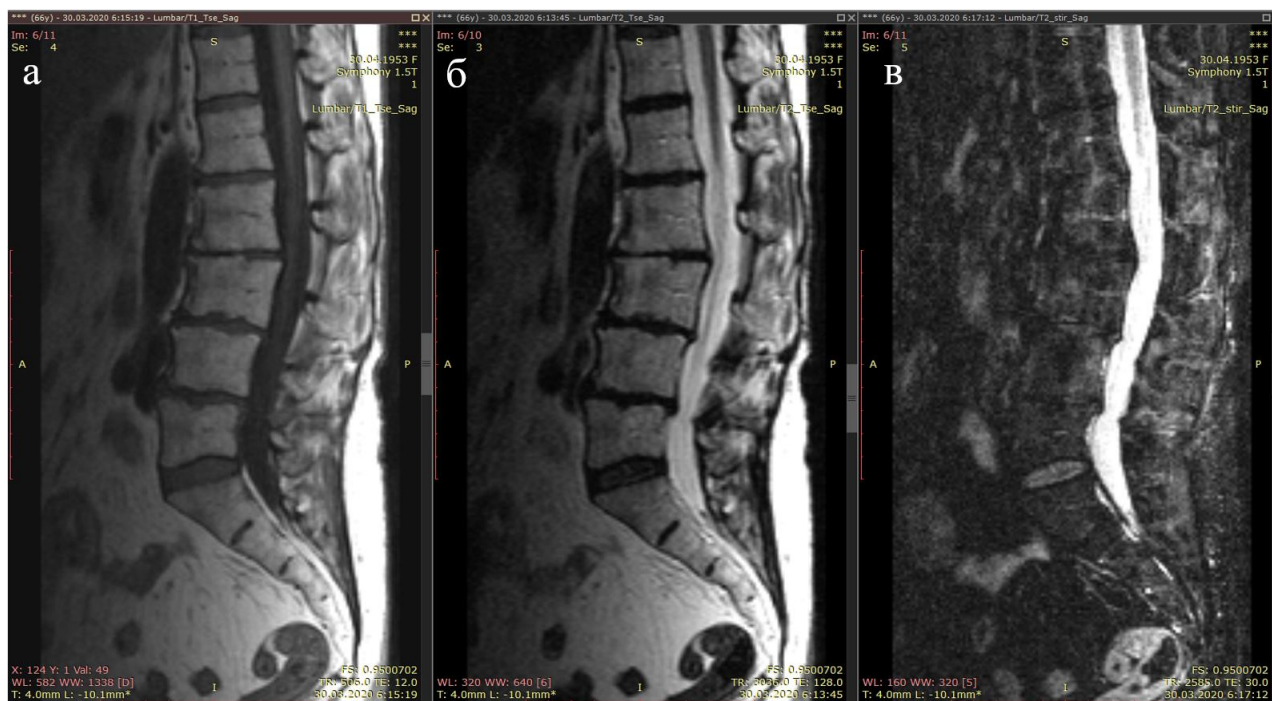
МРТ пояснично-крестцового отдела позвоночника пациентки Б., сагиттальный срез (а – T1-режим, б – T2-режим, в – T2STIR-режим)
